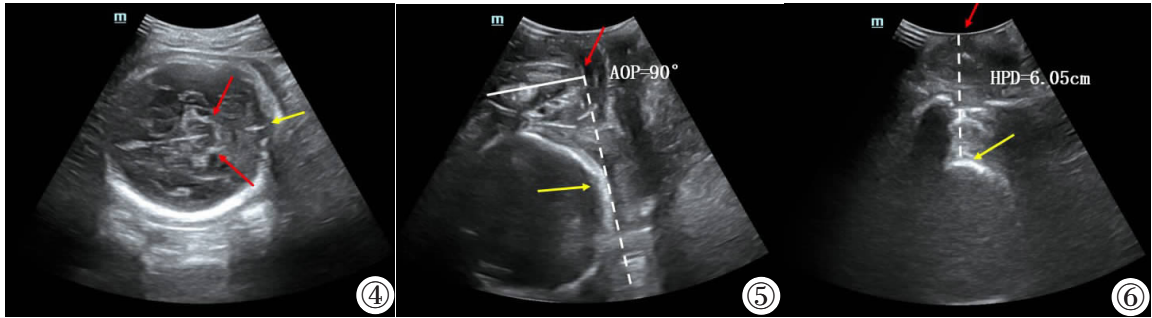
经腹超声横切扫描显示胎儿颅内部分结构,红色箭头示小脑,黄色箭头示脑中线,提示枕横位。图 5 经会阴超声纵切扫描显示产妇耻骨联合及胎儿颅骨切面,红色箭头示耻骨联合最下缘,黄色箭头示颅骨下缘,白色实线示耻骨联合长轴,白色虚线示耻骨联合下缘至颅骨最低点切线,两条线之间最小夹角为 90°,提示 AOP=90°。图 6 经会阴超声横切扫描显示胎儿颅骨切面,红色箭头示会阴,黄色箭头示颅骨,白色虚线示胎头至会阴的最短距离,提示 HPD=6.05 cm。
